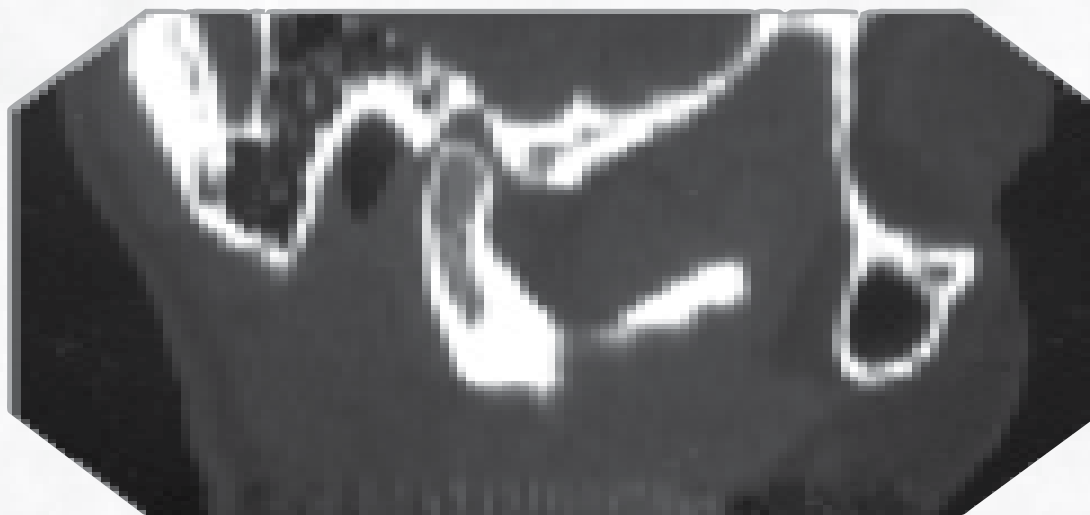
Reconstrução tridimensional TC.
